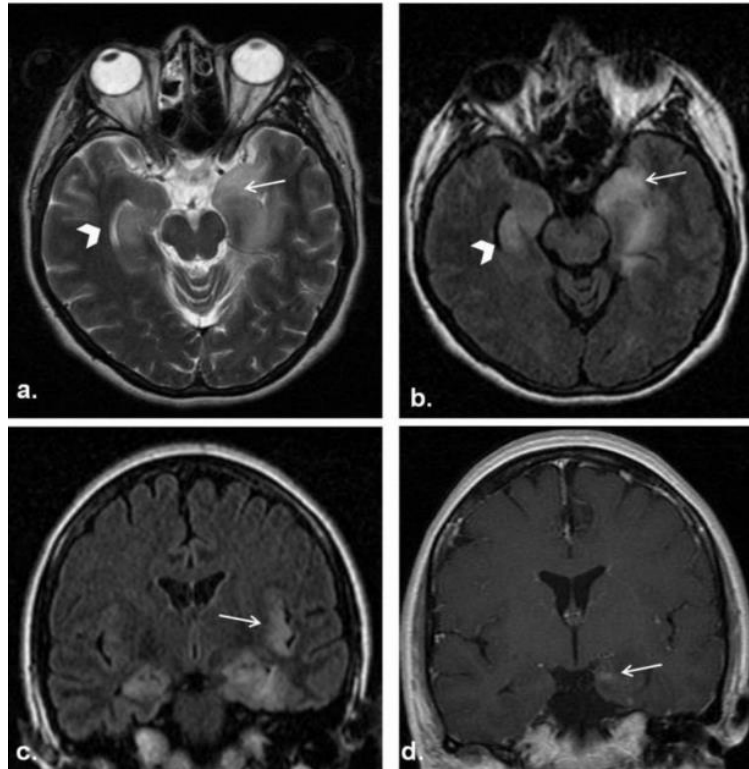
Estudio de encefalitis límbica herpética. *Se realiza RMN con cortes axiales en secuencia T2 (a) y FLAIR (b), donde se observa el lóbulo temporal izquierdo inferior y medial afectado, sobre todo en la región hipocámpica (señalado con la flecha). El hipocampo del lado derecho también se ve afectado (señalado con la cabeza de flecha). En las imágenes inferiores (c y d) observamos dos cortes coronales en secuencia FLAIR (c) y T1 (d). En la imagen c observamos afectación de la región insular izquierda, mientras que, en la imagen d aparecen pequeñas captaciones en uncus izquierdo ⁽¹⁴⁾.*
